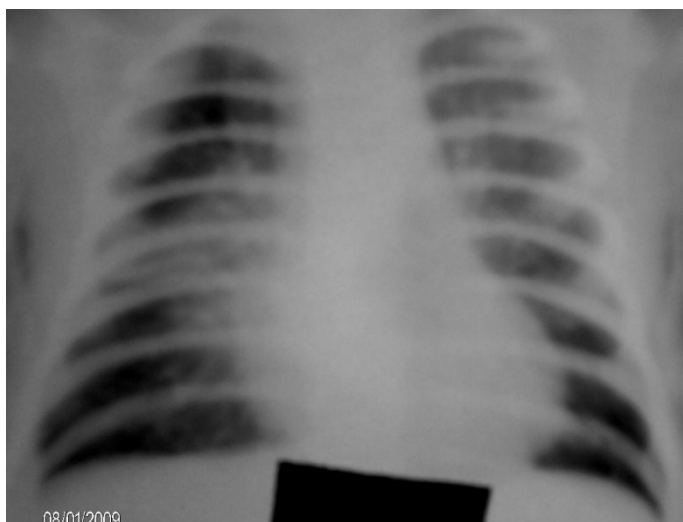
Рентгенограмма ребенка А., 26 дней. Доношенный. Сливная очаговая (прикорневая) пневмония. Справа неомогенная тень в прикорневой зоне. Буллы в верхнем поясе правого легкого. Легочной рисунок усилен. Ограниченные участки гипервоздушности с обеих сторон.
